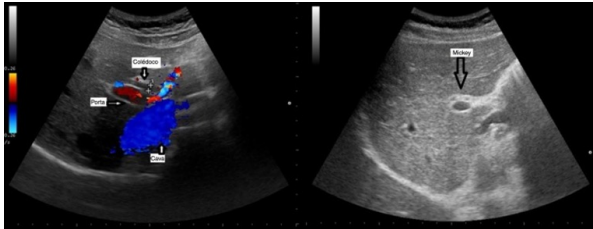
Imagen ecográfica del colédoco por delante de la vena porta (Doppler, izquierda de la imagen) y del raton Mickey (porta via biliar y arteria hepatica) a la derecha de la imagen. Utilidad y fiabilidad de la ecografía clínica abdominal en medicina familiar (1): hígado, vías biliares y páncreas. Atención primaria [Imagen]. 2018. Disponible en: <https://doi.org/10.1016/j.aprim.2018.02.004>
